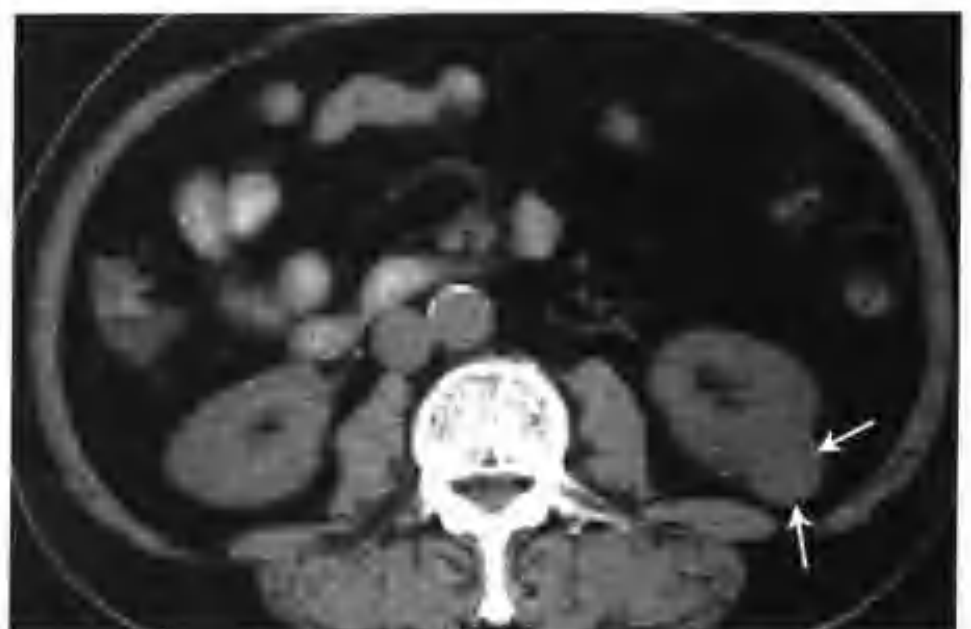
左肾癌 (CT 平扫左肾中下极见一个约 $2.5\text{cm} \times 2.5\text{cm}$ 的等密度结节影凸出肾轮廓外 (箭头))
